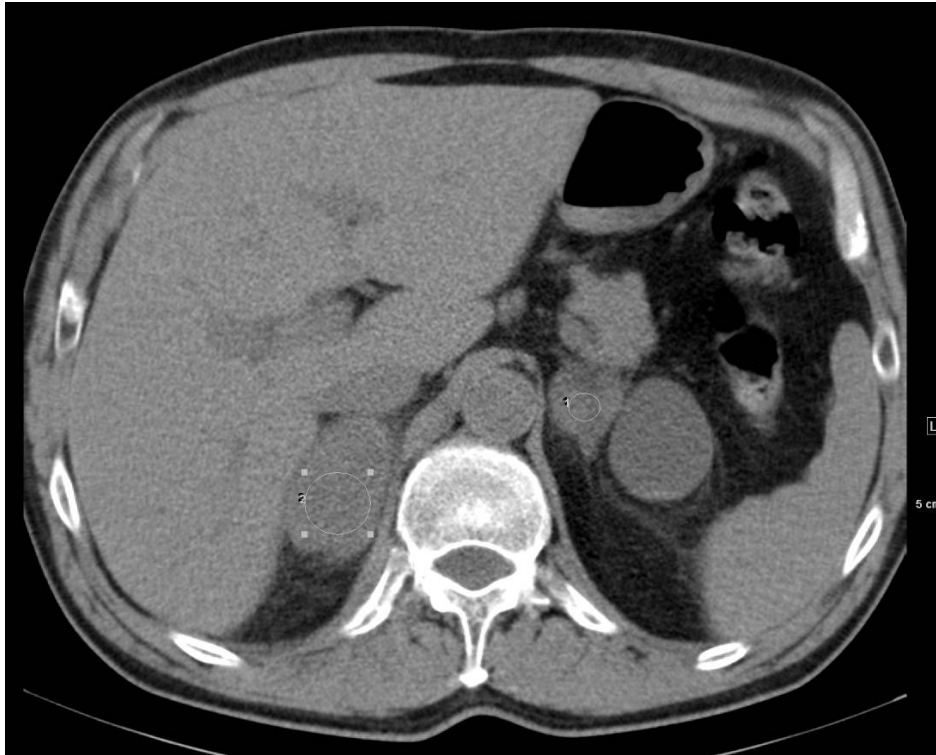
a, b: Fall 4 - Im CT-Verlauf weiterer Progress der Nebennieren-Raumforderung bilateral unter Zytostase
